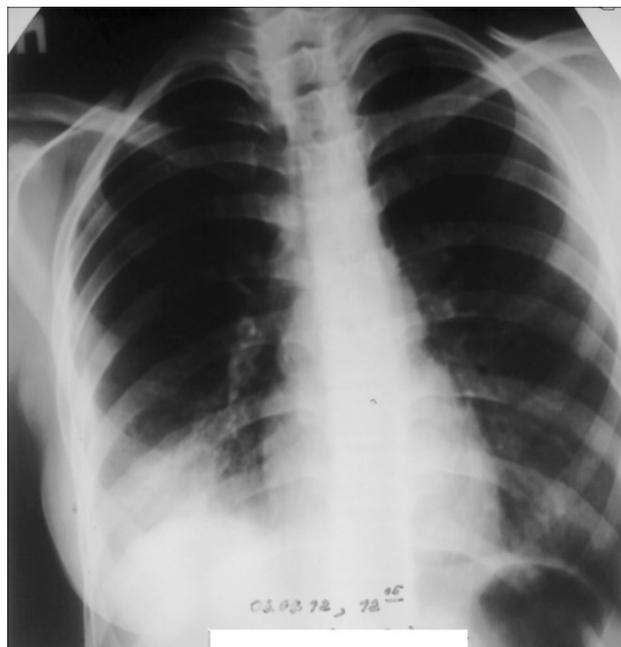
Рентгенограмма больного Б., 12 лет.
